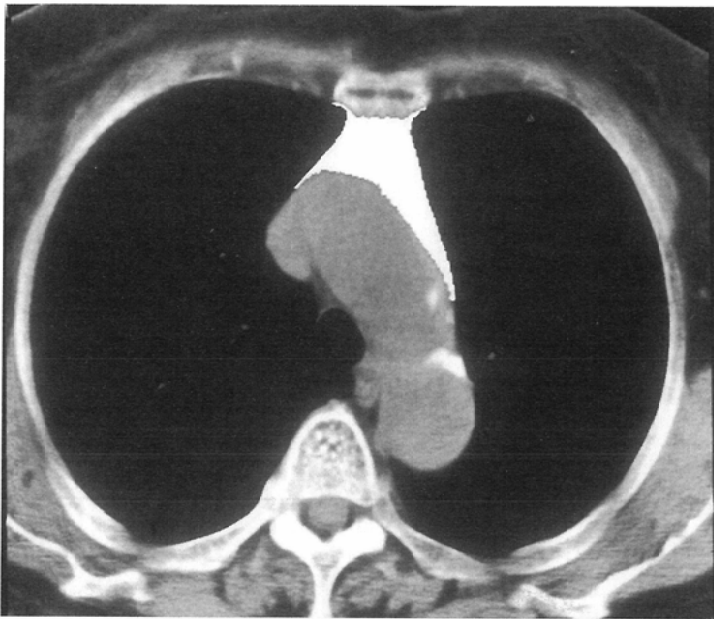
CT image of the mediastinum with the region of interest for the anterior mediastinal fat (AMF) highlighted.
